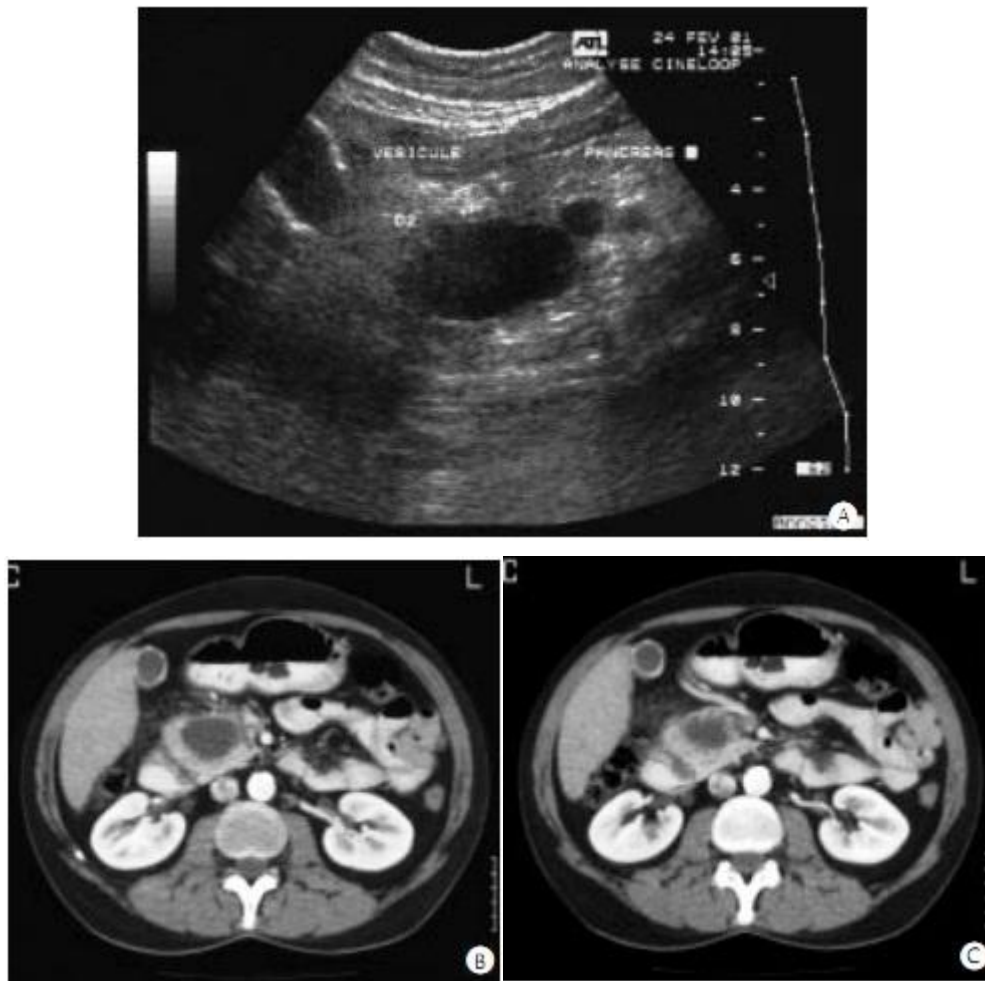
Aspects échographiques et scanographiques d'un faux kyste de pancréas [75'] : - Echographie : image anéchogène de la tête du pancréas (A).
